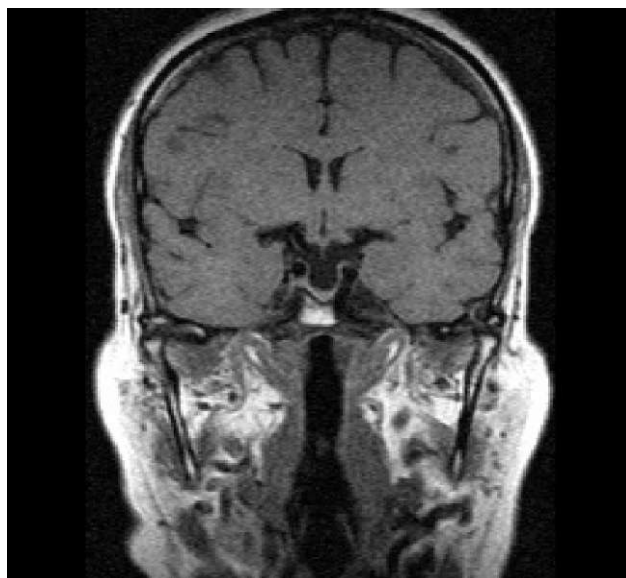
(b). Картина пустого турецкого седла на МРТ. Фронтальное сечение, T1-взвешенное изображение на уровне воронки гипофиза. Гипофиз в виде тонкой полоски (высота по центру до 2 мм), распластан по дну турецкого седла, ножка гипофиза истончена, гипотрофична. Полость выполнена ликвором.
